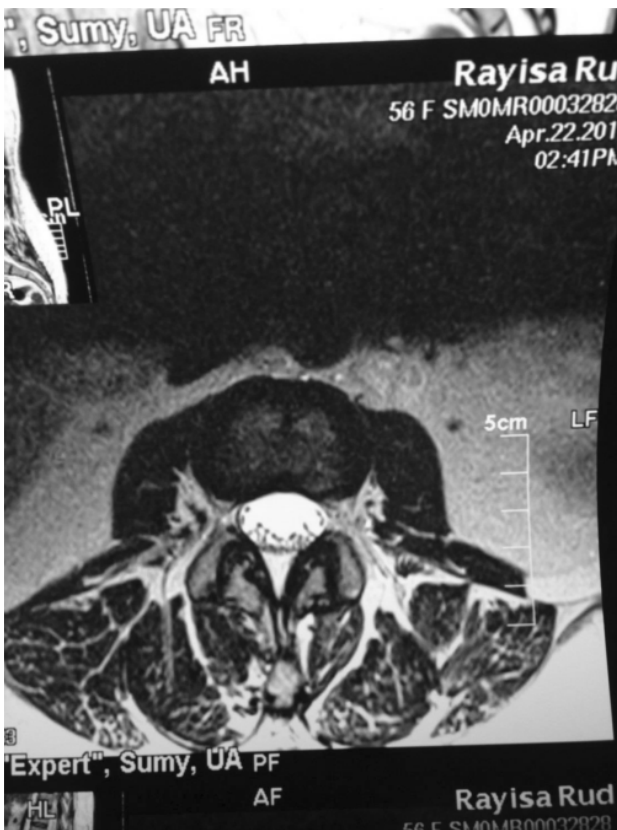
То же наблюдение 12. Женщина 43 лет. МРТ на уровне L2-L3, поперечный срез. Видны расширенные вены корешков конского хвоста выше уровня грыжевых выпячиваний
